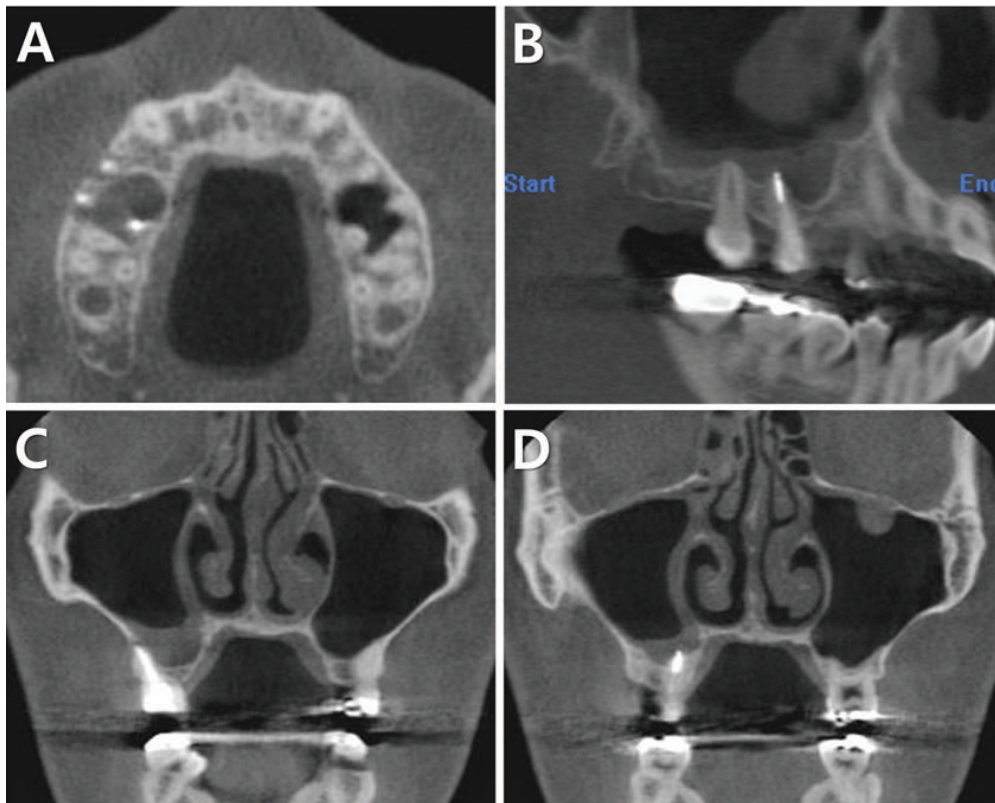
CBCT 방사선 사진. (A) Axial view (B) Sagittal view, (C) Coronal view (MB root), (D) Coronal view (palatal root).
